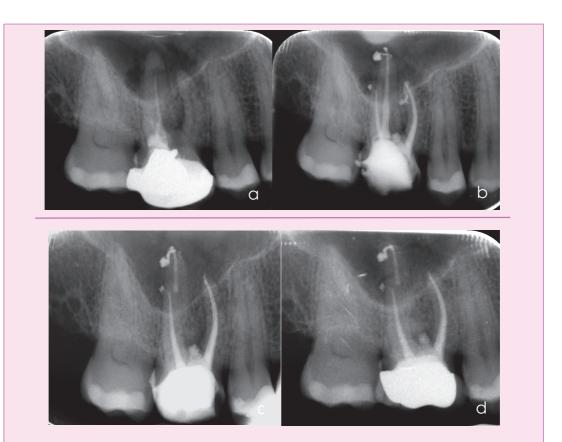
Ejemplo de perforación a nivel del tercio cameral. A. Radiografía inicial donde se aprecia perforación a nivel del suelo cameral de la raíz mesial. B. Radiografía final una vez se ha reparado la perforación mediante MTA, retratados y obturados los conductos. C. Control radiológico al mes. D. Seguimiento radiológico al año.
